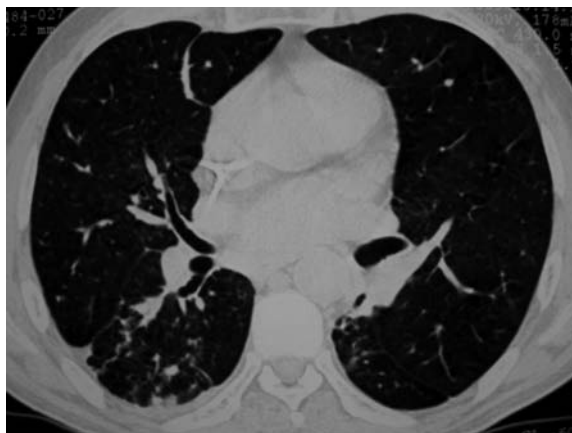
TC de tórax: imagen de opacidad homogénea parahiliar derecha con broncograma aéreo.
